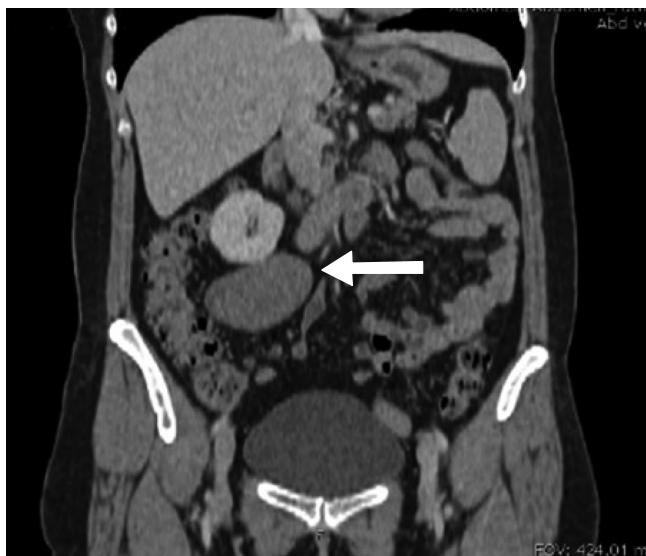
Tomografía de abdomen que demuestra tumor retroperitoneal derecho adherido a vena cava inferior.
